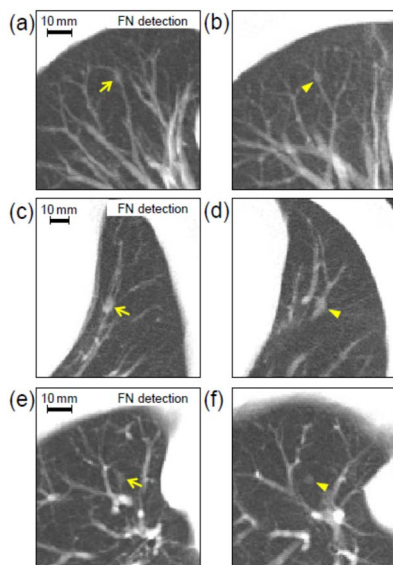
Fig. 3と同様の実肺がん疑い結節と対応する virtual nodule の対比. (a), (c), (e)は, CADによって false negative として検出されなかった肺がん疑い結節 (矢印) を含む3例の検診CT画像. (b), (d), (f)は, それぞれに対応する virtual noduleで, 検診CT画像の類似解剖構造位置に配置. CADによっていずれも false negative. virtual nodule の Object function の直径-コントラスト (結節密度とバックグラウンド間) は, それぞれ 4.5mm-360HU (b), 7.0mm-480HU (d), 4.3mm-320HU (f). 文献18) Fig. 5より許諾転載
